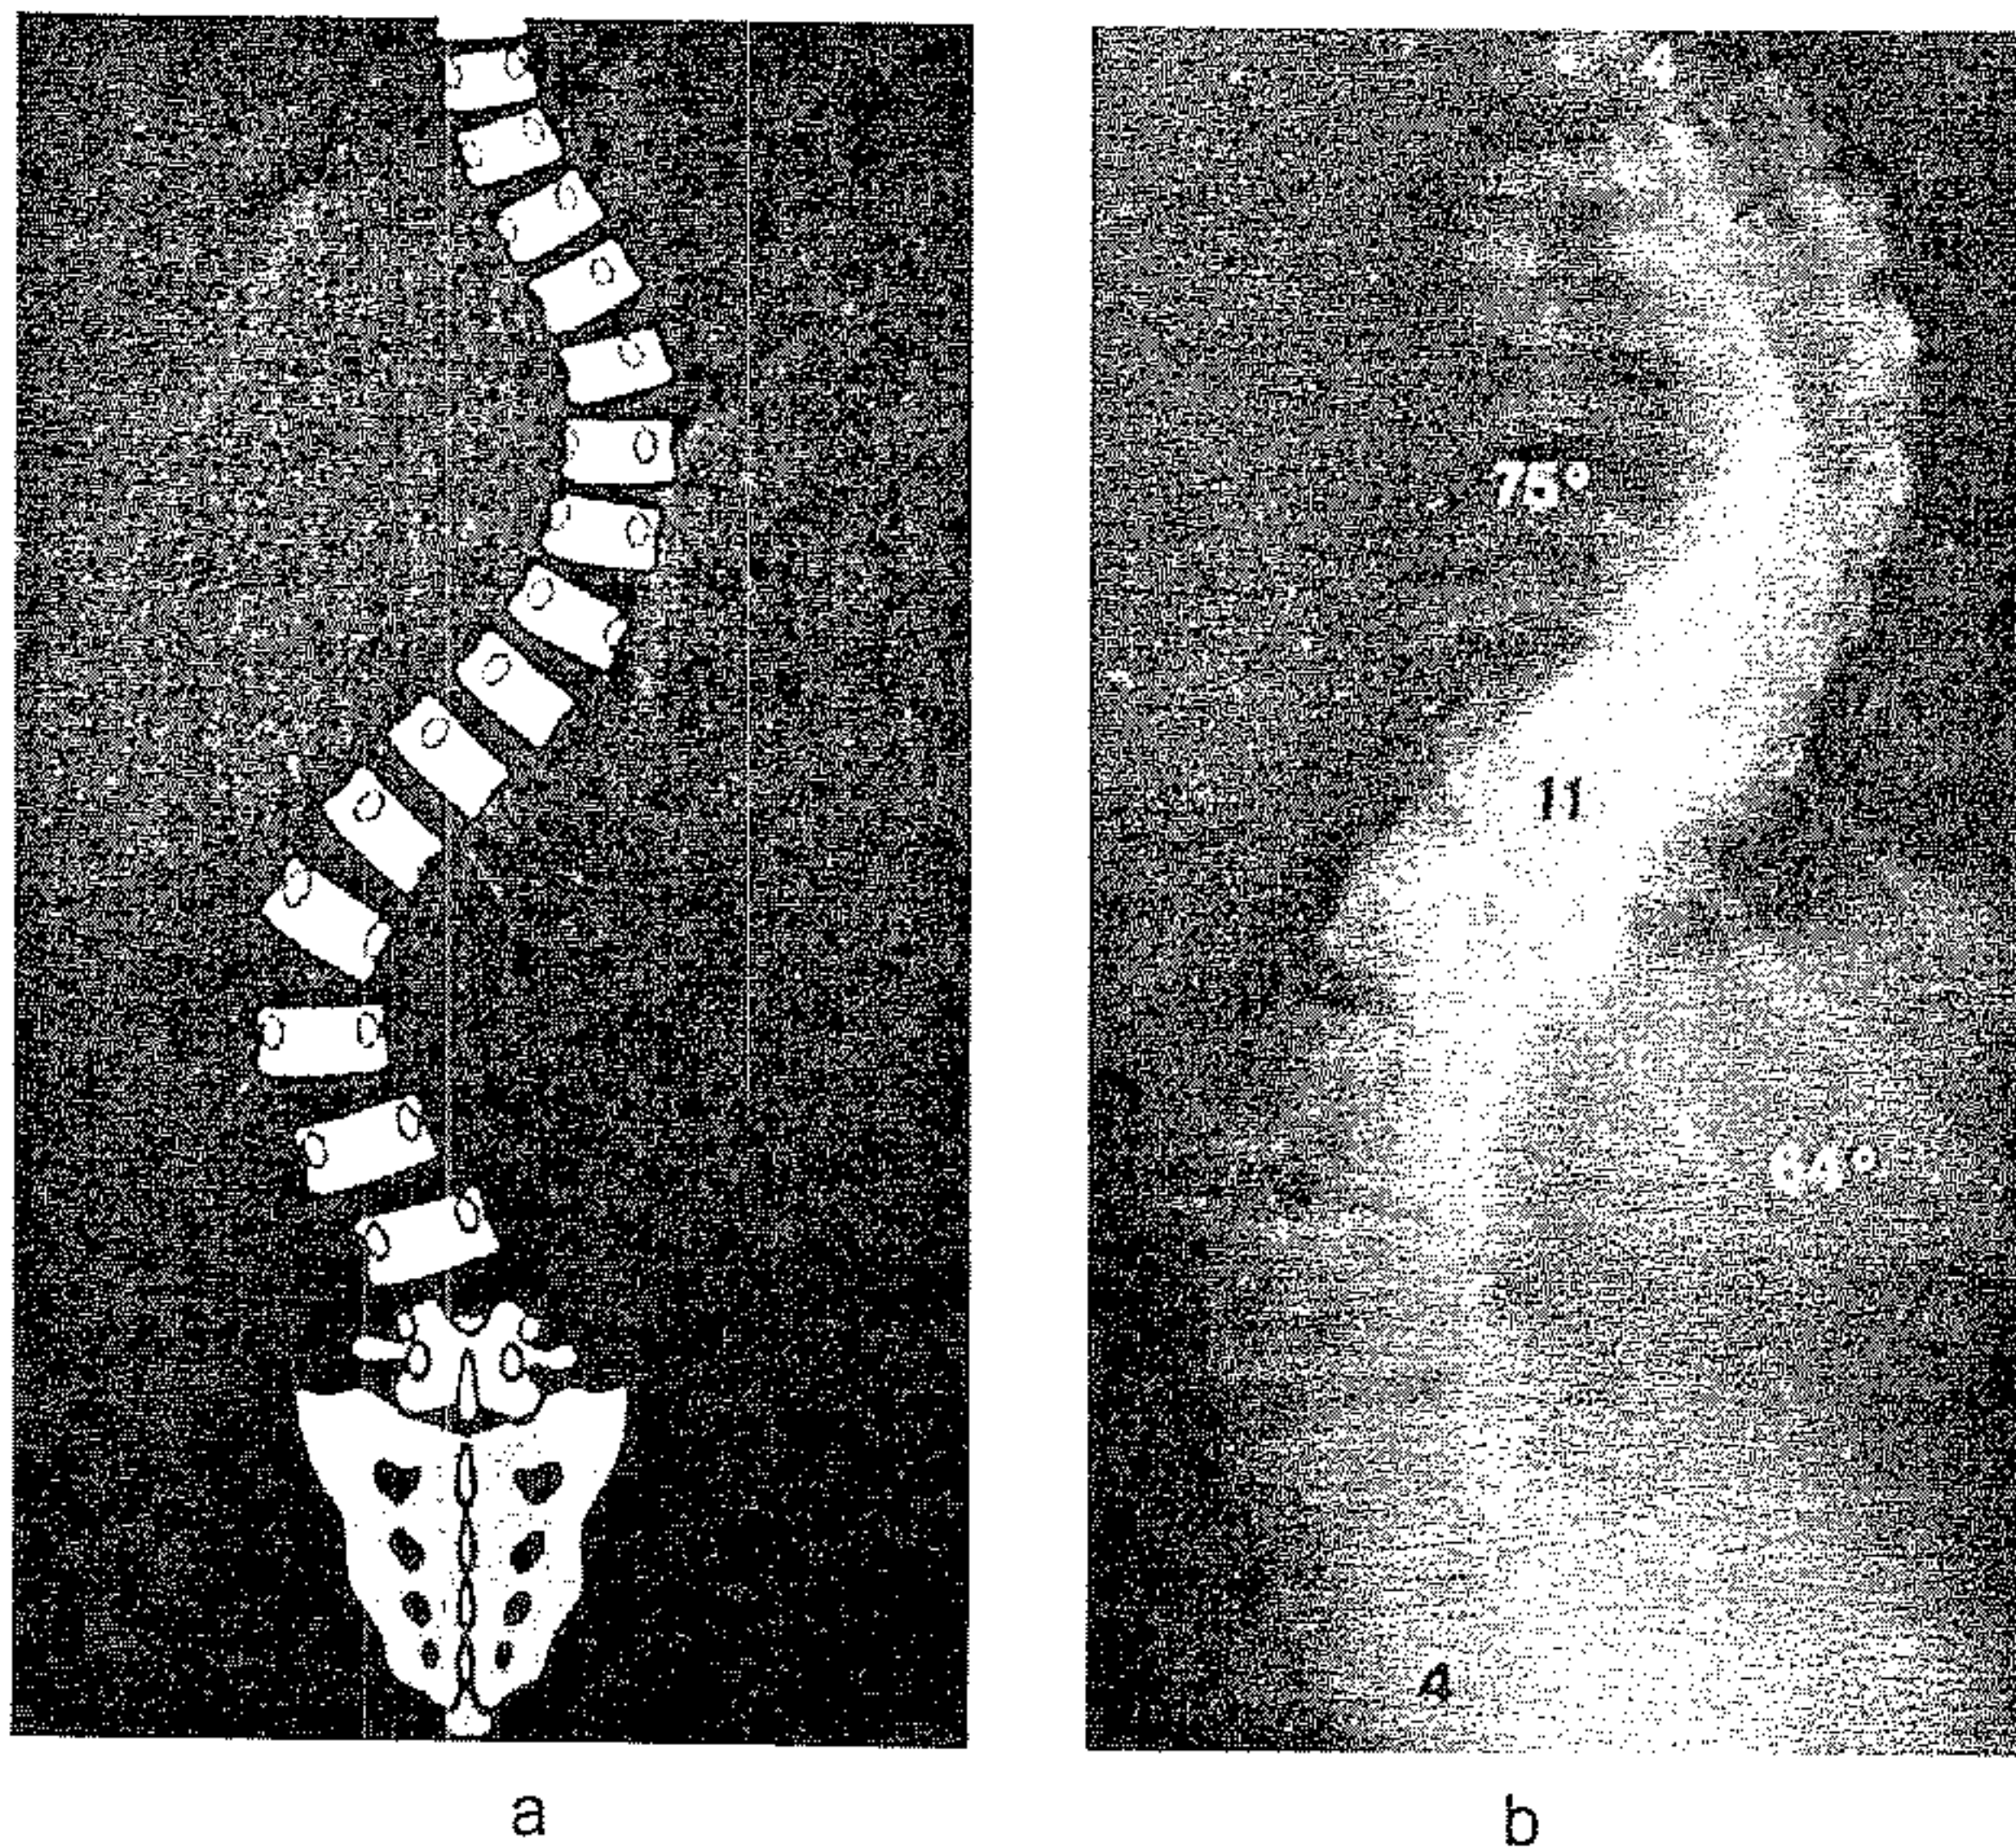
Scolioză toracală tip II King, a – schemă, b – aspect radiografic.
